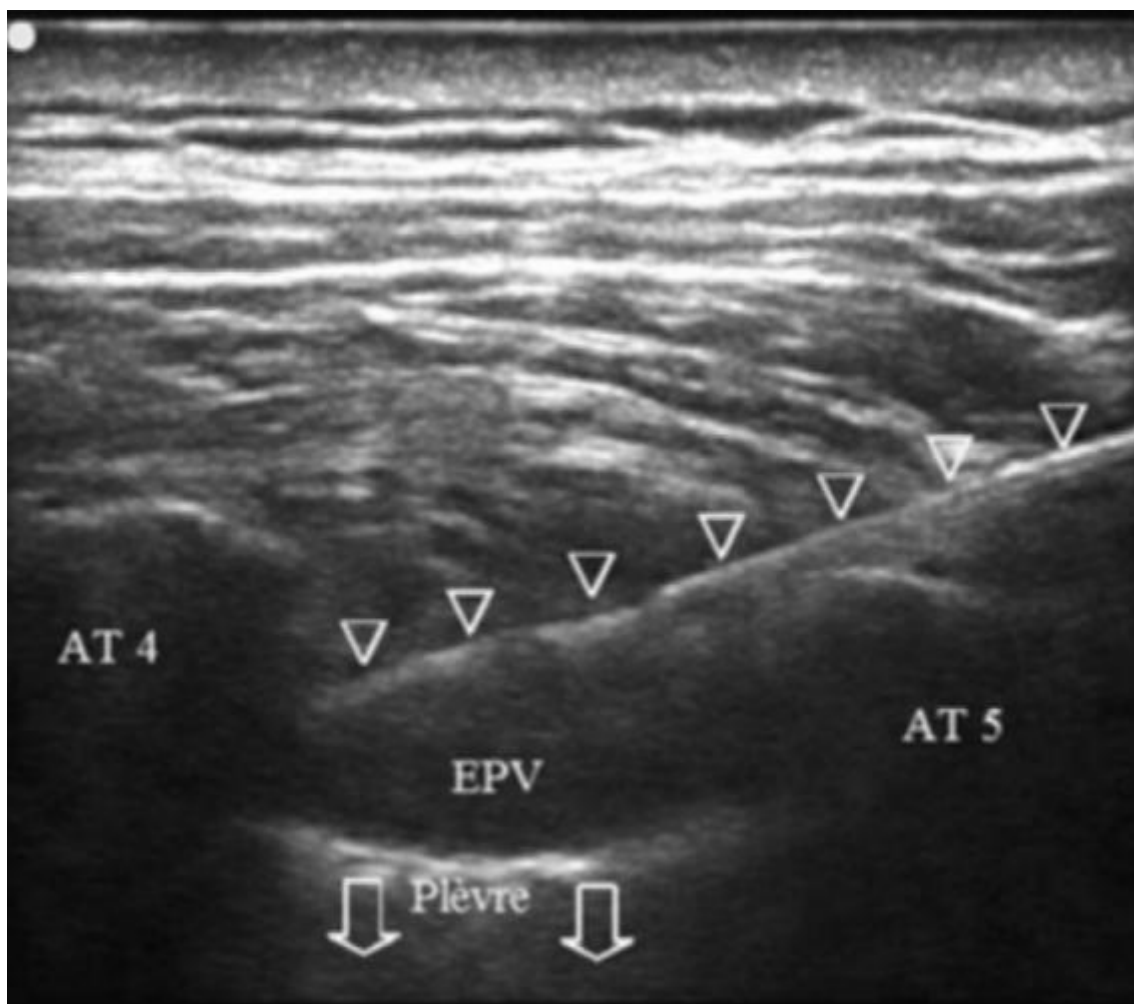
Bloc paravertébral réalisé par positionnement de la sonde dans le plan sagittal paramédian et introduction de l'aiguille dans le plan des ultrasons. Progression de l'aiguille (flèches). Dépression de la plèvre après injection de la solution d'anesthésique local dans l'espace paravertébral. AT : apophyse transverse ; EPV : espace para vertébral [27].
